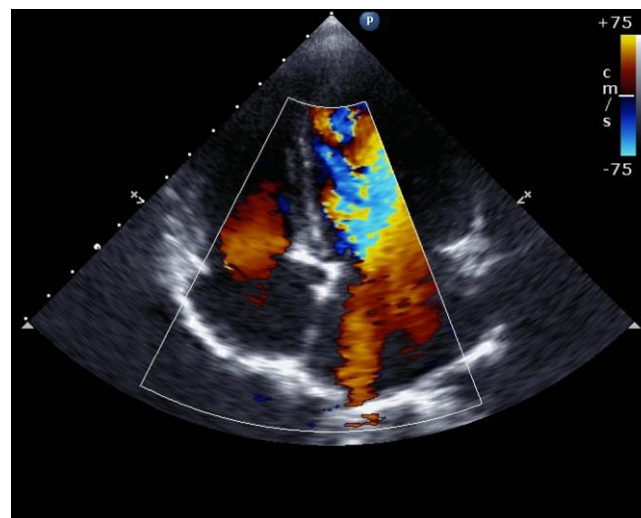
Ecocardiografia Doppler color
